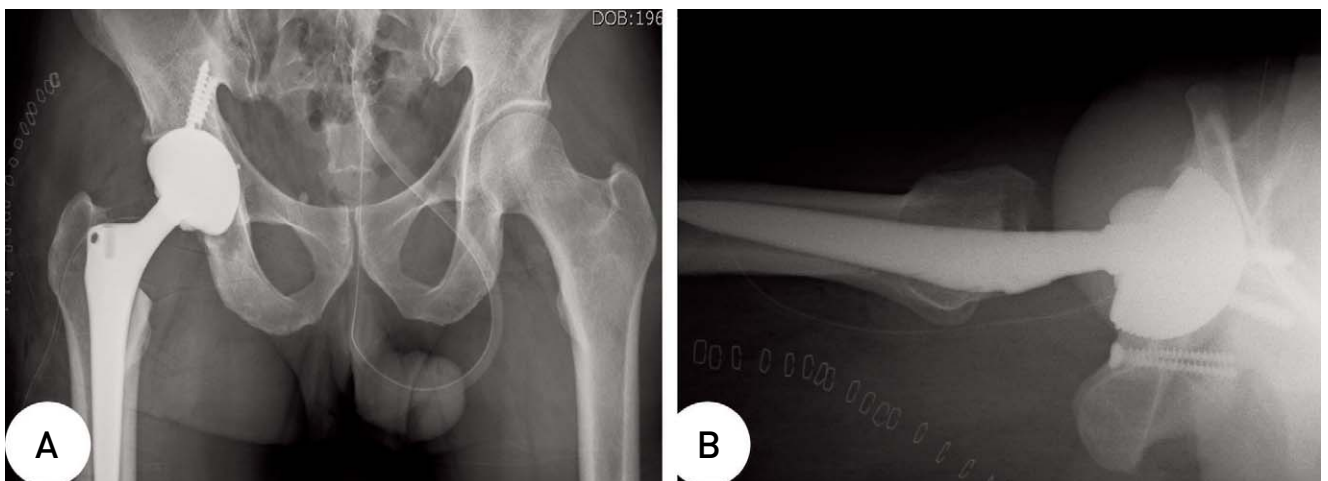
Postoperative anteroposterior (A) and translateral (B) radiographs of the right hip show THRA state.
